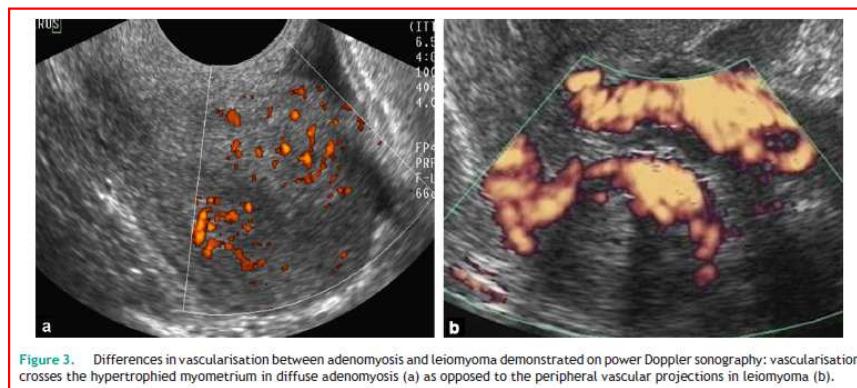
Differences in vascularisation between adenomyosis and leiomyoma demonstrated on power Doppler sonography: vascularisation crosses the hypertrophied myometrium in diffuse adenomyosis (a) as opposed to the peripheral vascular projections in leiomyoma (b).
